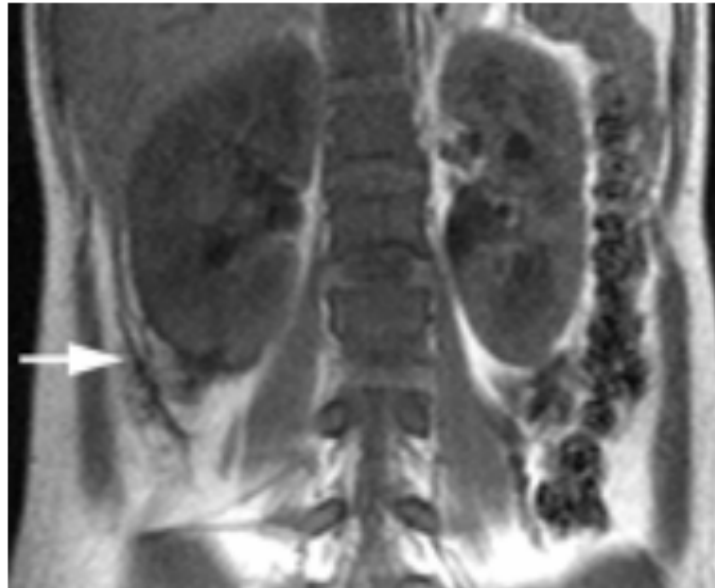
A: IRM, coupe coronale, séquence pondérée en T1, sans injection, l'image montre une augmentation de la taille du rein droit et une infiltration péri-rénale (flèche), ce qui est conforme avec une pyélonéphrite (107).
